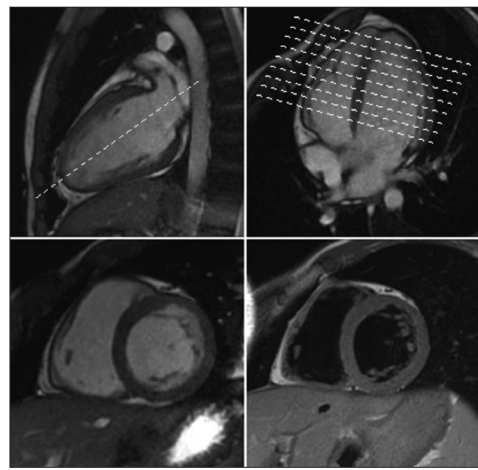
Ортогональні проєкції сканування серця і відповідні їм МРТ-зрізи
